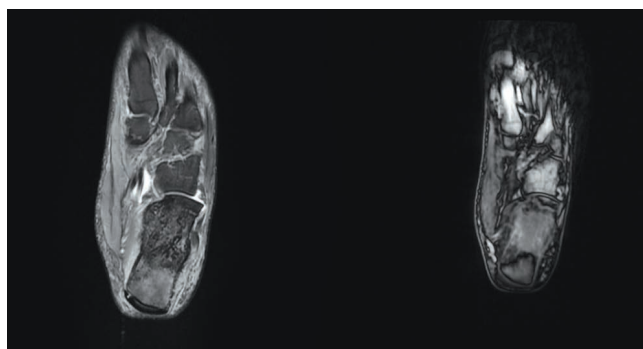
МРТ стоп с контрастным усилением. Зона гипоинтенсивного сигнала 57×30 мм с наличием участка разрежения костной ткани 13×10 мм
